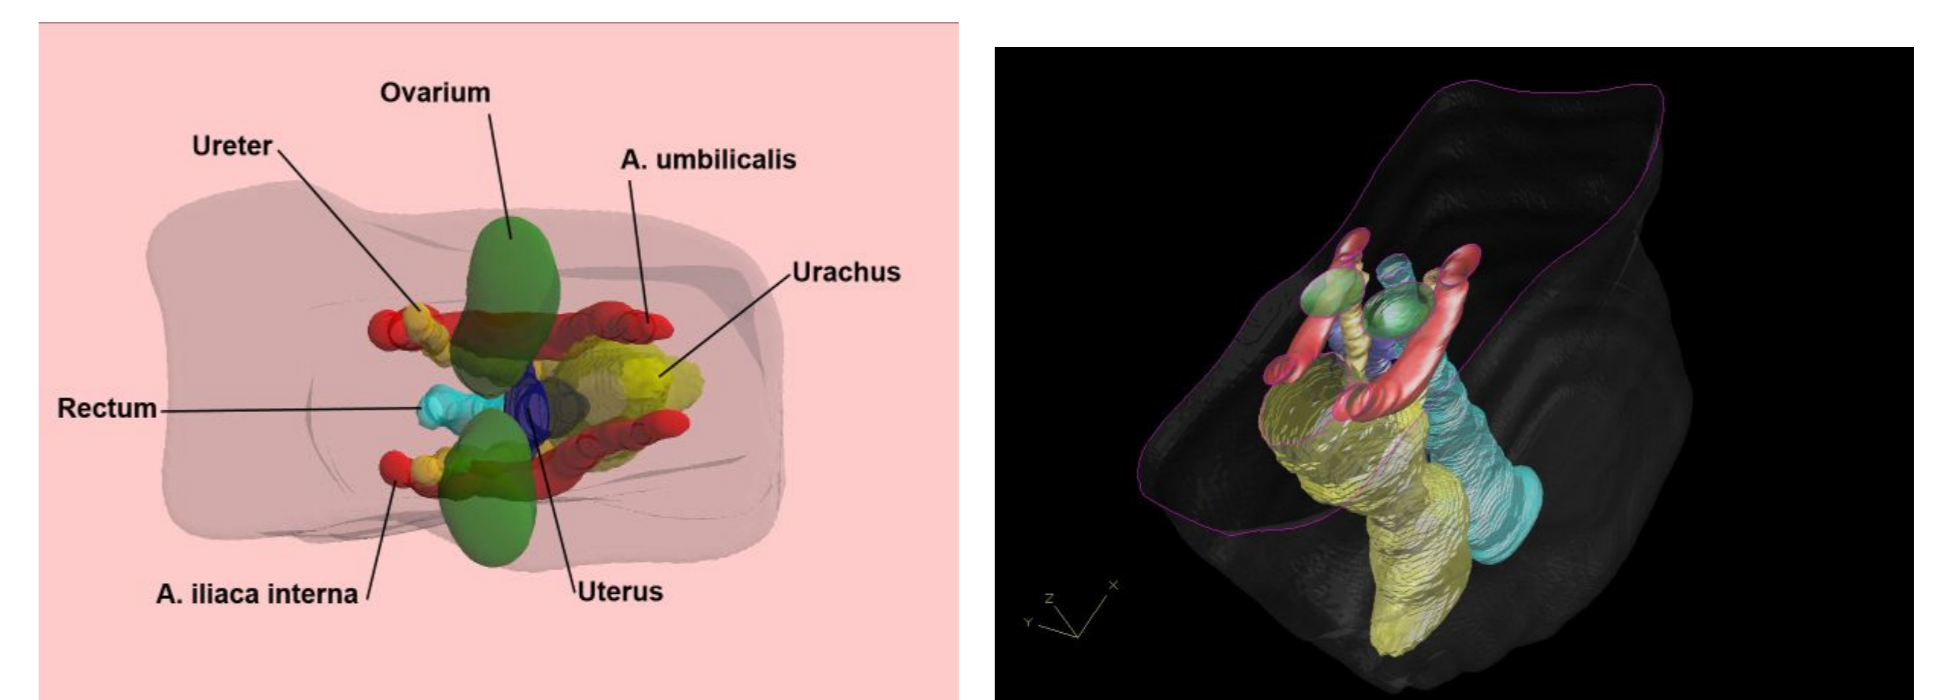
Laterální pohled na rekonstrukci pánve plodu ženského pohlaví (58 mm TK) založenou na 762 řezech.
